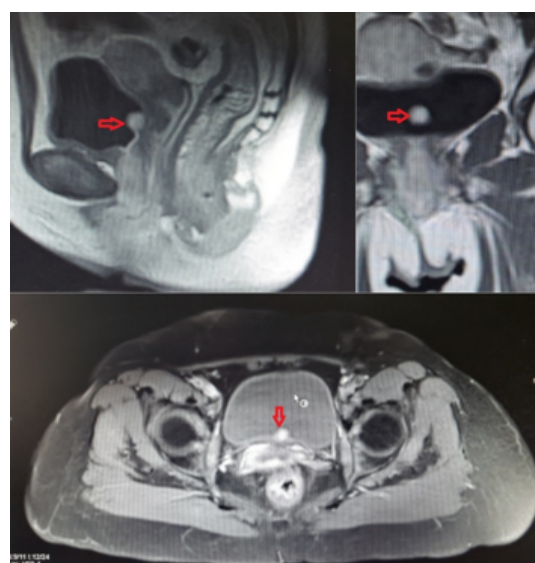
Magnetic resonance images of the solitary fibrous tumor of urinary bladder.
